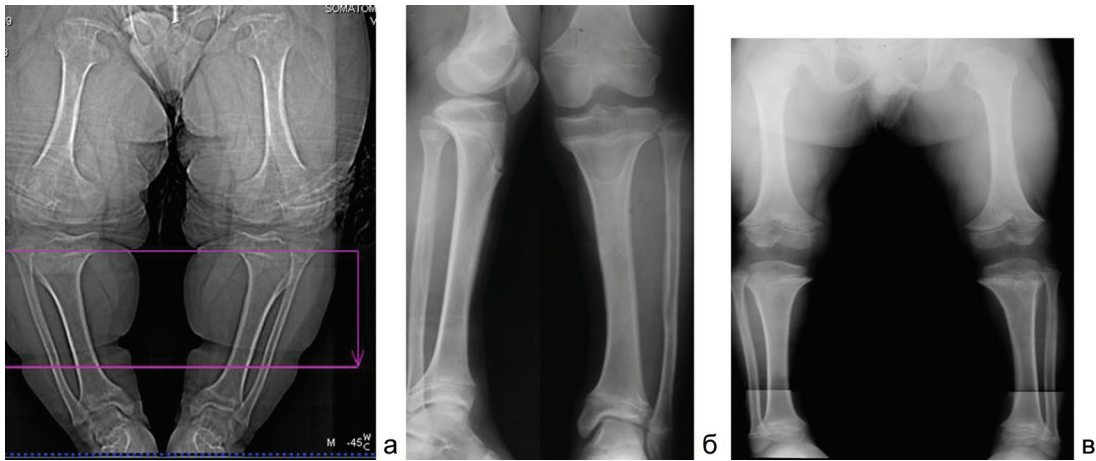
Рентгенограммы бедер и голеней больных ахондроплазией различного возраста: а – 14 лет; б – 11 лет; в – 8 лет
